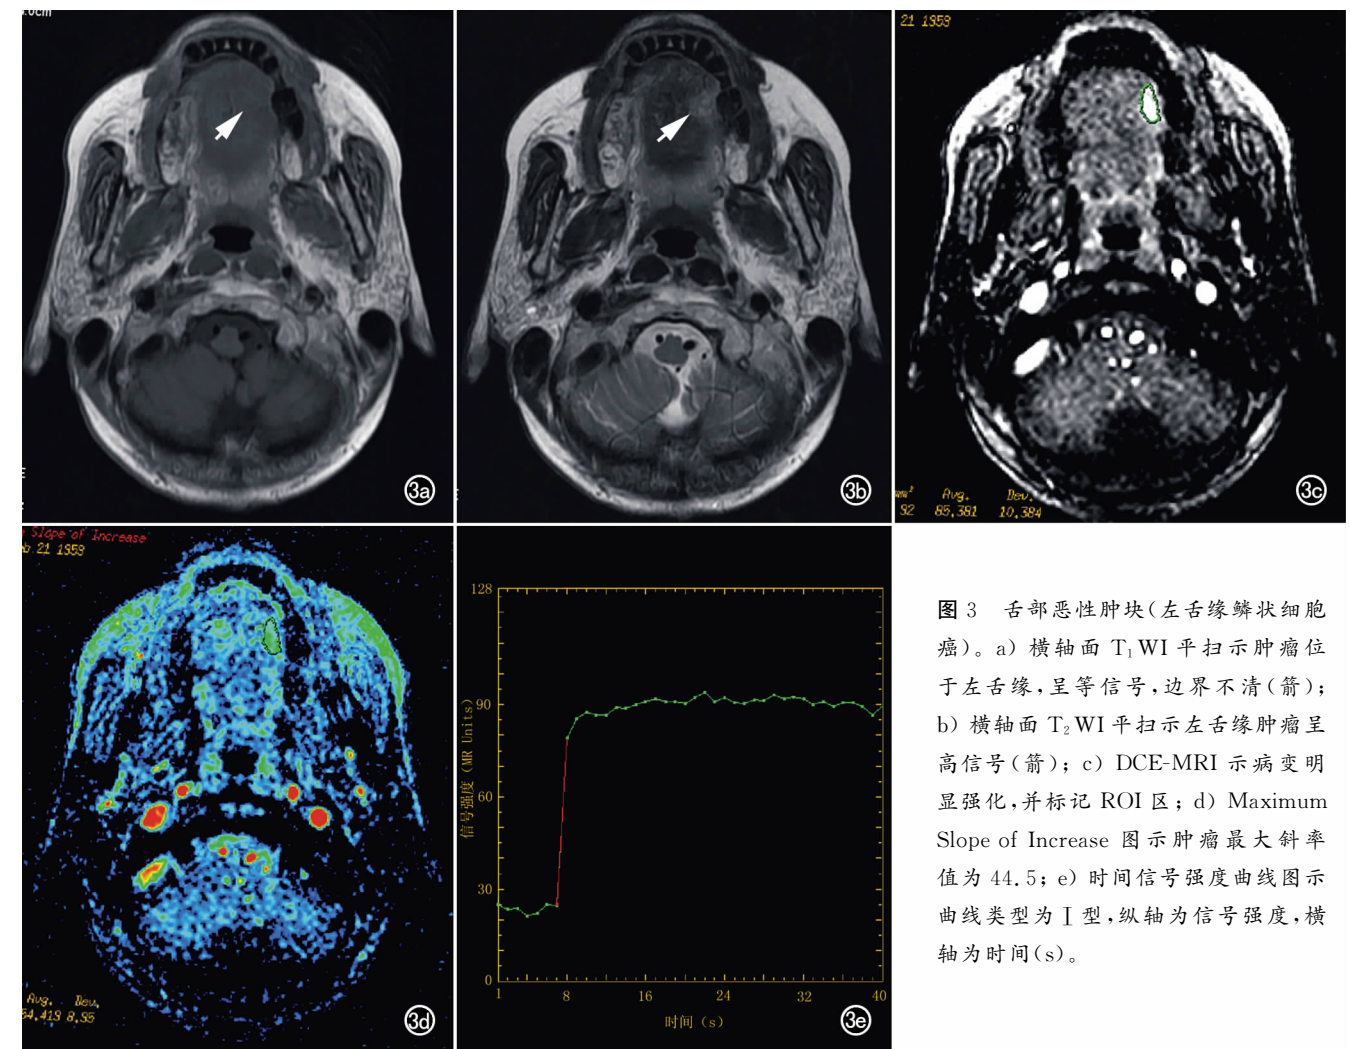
舌部恶性肿瘤(左舌缘鳞状细胞癌)。a) 横轴面 T_1 WI 平扫示肿瘤位于左舌缘,呈等信号,边界不清(箭); b) 横轴面 T_2 WI 平扫示左舌缘肿瘤呈高信号(箭); c) DCE-MRI 示病变明显强化,并标记 ROI 区; d) Maximum Slope of Increase 图示肿瘤最大斜率值为 44.5; e) 时间信号强度曲线图示曲线类型为 I 型,纵轴为信号强度,横轴为时间(s)。
